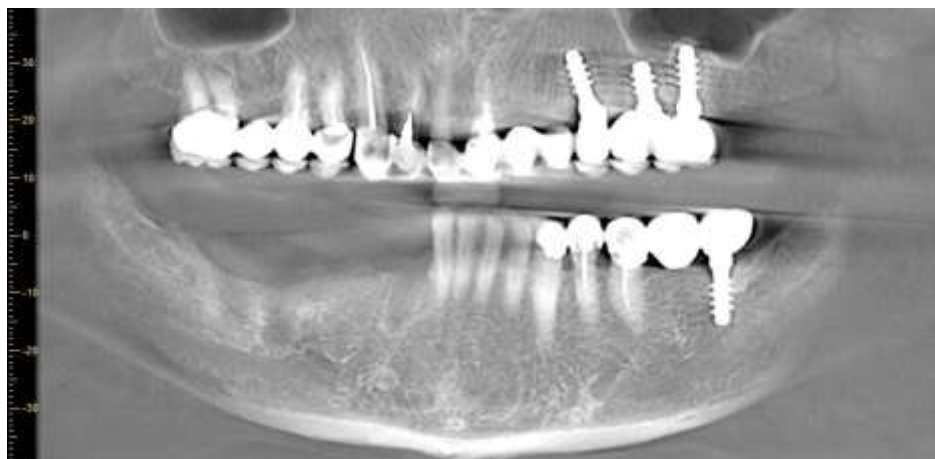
Ортопантомограмма пациента
